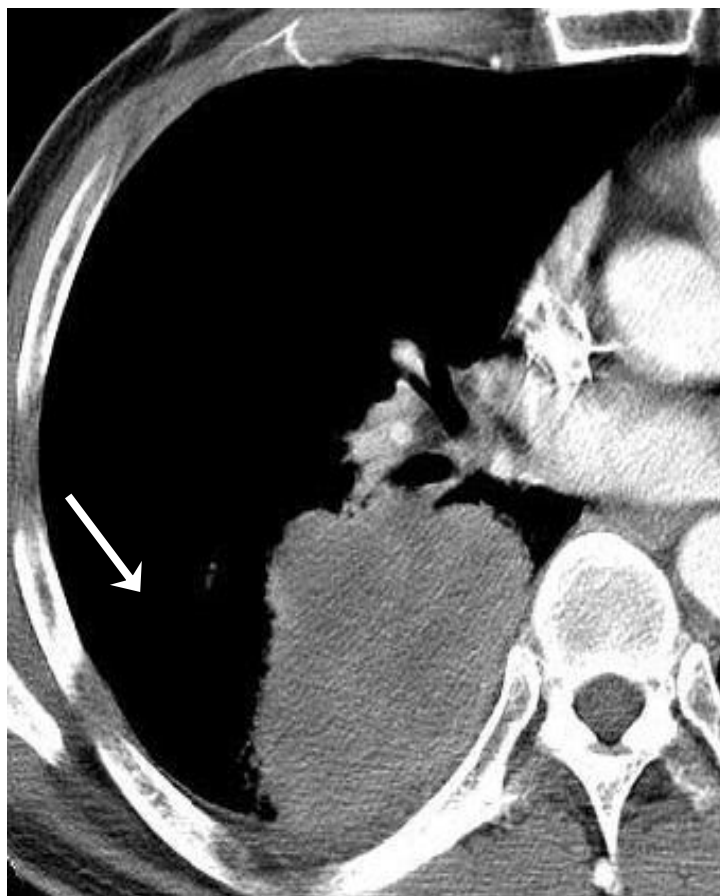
scansione assiale TC (0,5 mm di spessore) ottenuta a livello del bronco lobare medio destro, mostra un LCNEC come una massa ben definita di 8 cm di diametro a ridosso della parete toracica nel lobo inferiore destro.
